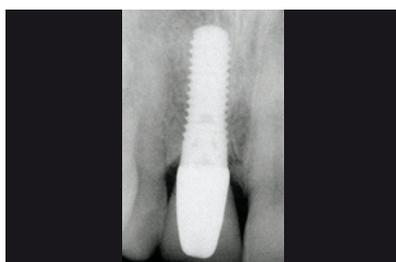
Radiografia al controllo dopo 4 anni. La situazione ossea perimplantare è assolutamente stabile.
